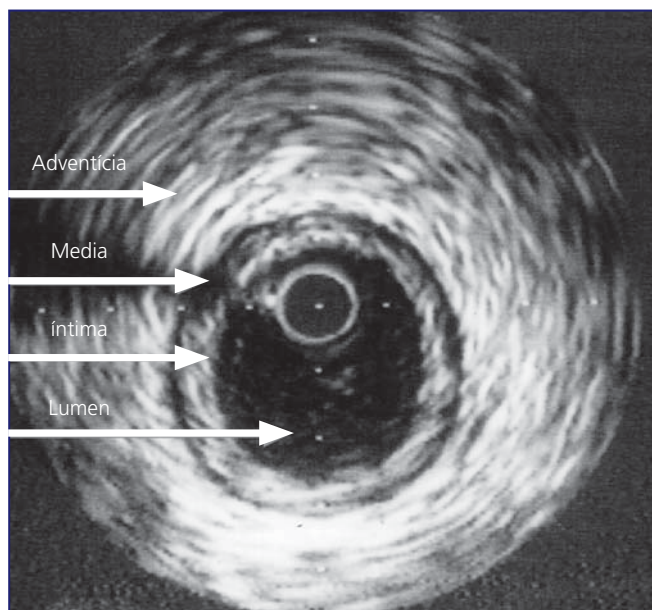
Aspecto tomográfico de la arteria coronaria mostrado por el ultrasonido, evidenciándose las tres capas arteriales: Íntima, Media y Adventicia. Nótese que la capa más externa, la adventicia, aparece bien eco-reflectora al ultrasonido. Entre las capas Media e Íntima se encuentra una discreta placa arteriosclerótica, que circunda toda la circunferencia del vaso.
